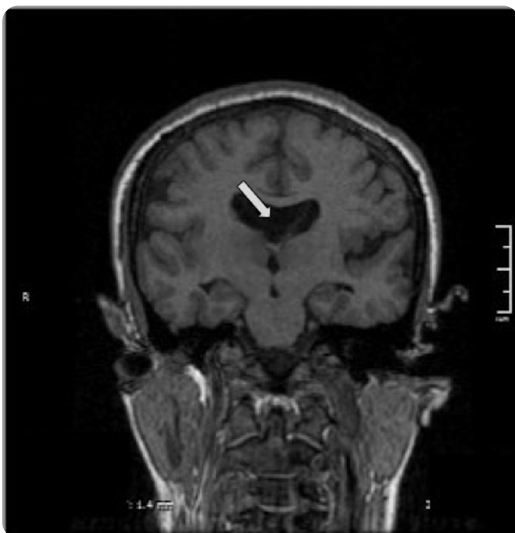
Paciente femenina de 43 años de edad. Estudio por control de epilepsia. a) RM coronal T1 3D SPGR: agenesia de septo pelúcido (flecha). b) RM corte axial T2: agenesia del septo pelúcido (\*).
